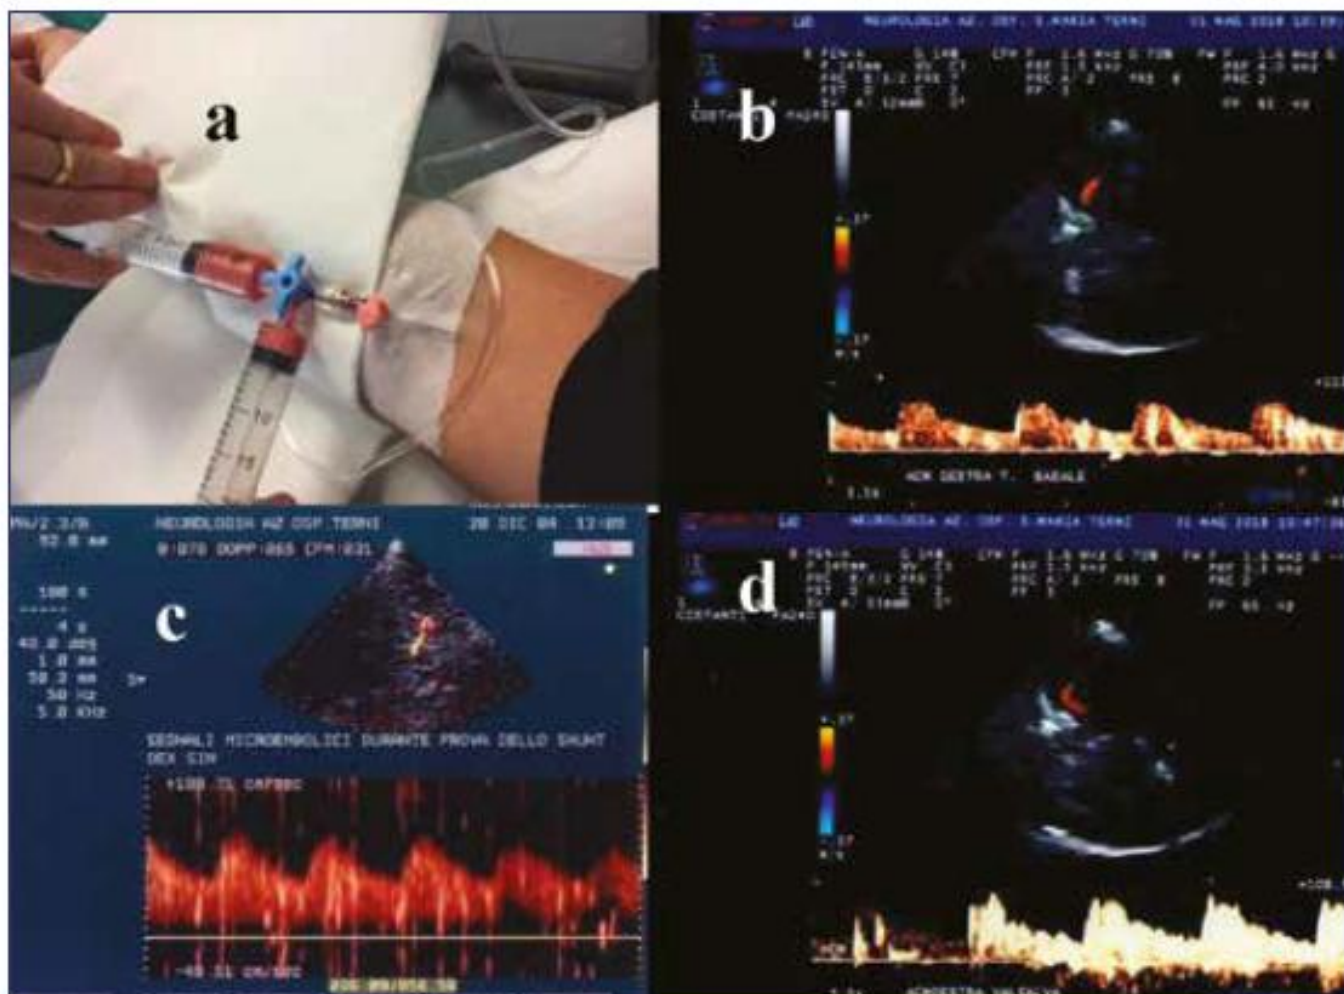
EcocolorDoppler Transcranico con test per lo shunt destro-sinistro.
